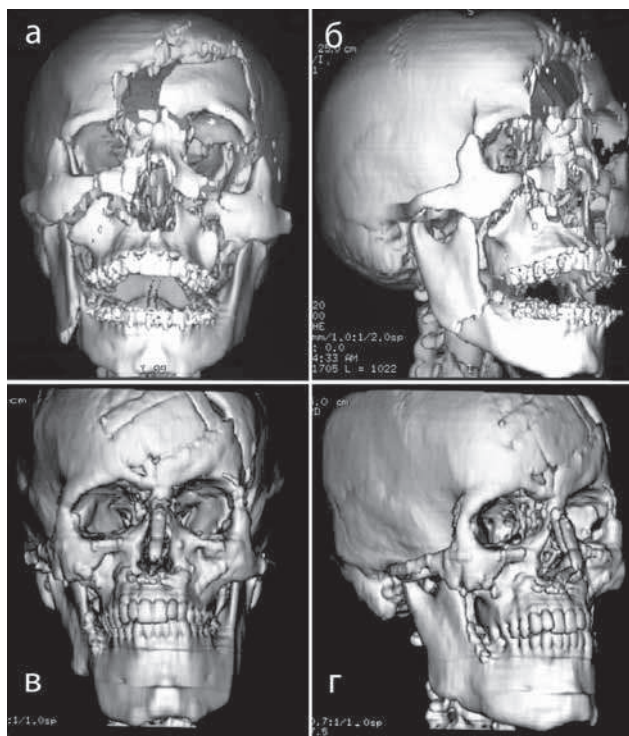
КТ пациента М., 20 лет, с тяжелой сочетанной краниофациальной травмой:
